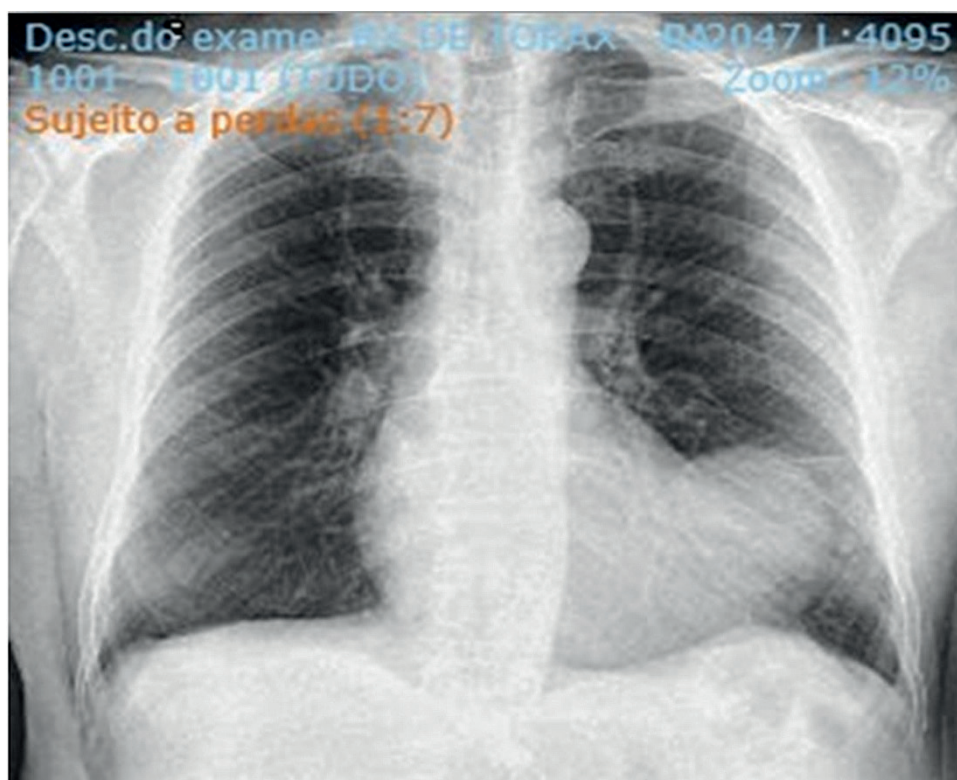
Radiografia de tórax. Alteração da silhueta cardíaca.
